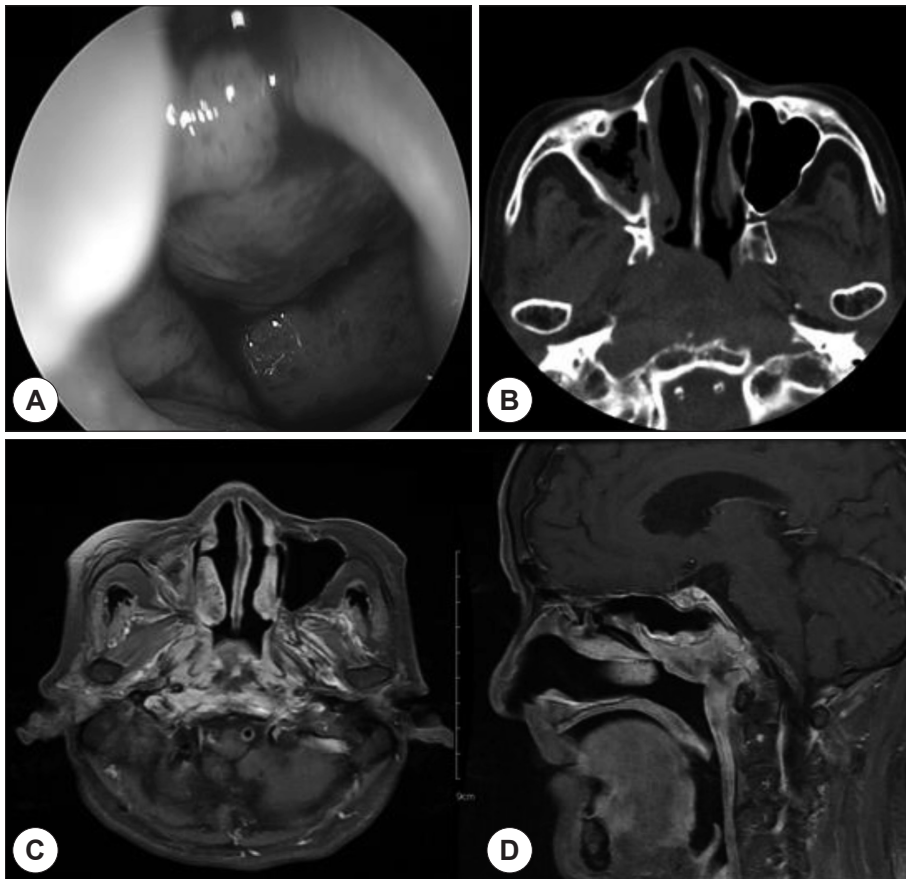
Post-operative 8 months findings. A : Nasal endoscopy shows right nasopharyngeal mucosal bulging without mucosal pathologies. B : Paranasal computed tomography shows diffused bulging of right nasal pharynx. C, D : T1 weighted paranasal axial (C) and sagittal (D) magnetic resonance imaging show inflammatory change of nasopharyngeal mucosal space and clivus.
